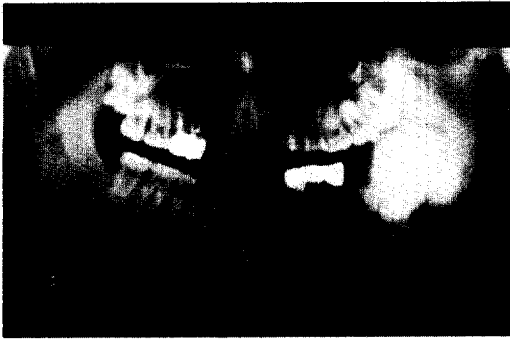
술전 panoramic view 매복된 제3대구치와 거대한 방사선 불투과성의 종물
